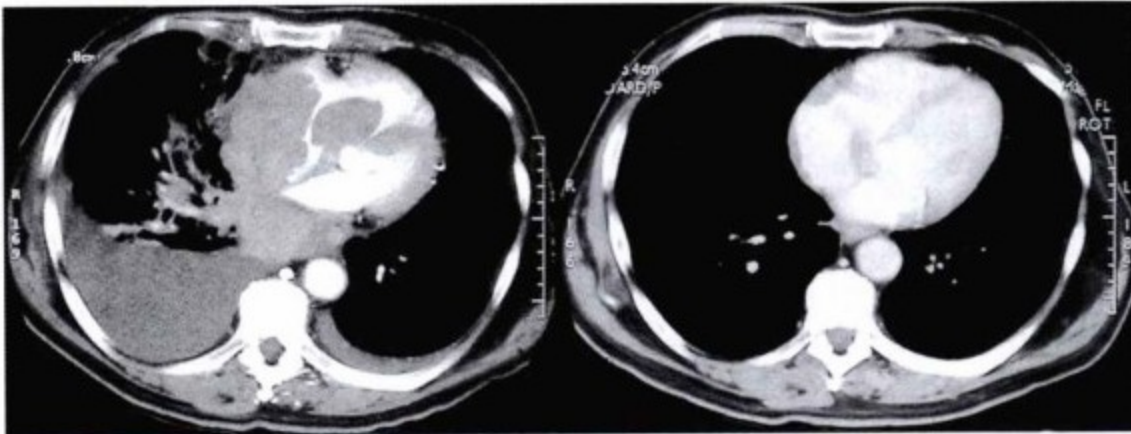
左图,治疗前轴位增强 CT 示左心房和右心房内巨大肿物,肿物向右心室,腔静脉和肺静脉旁延伸。双侧胸腔积液。右图:治疗后轴位增强 CT 示心房及右室内的肿物几乎完全溶解,胸腔积液消失。房间隔处仍有小肿物残留。
